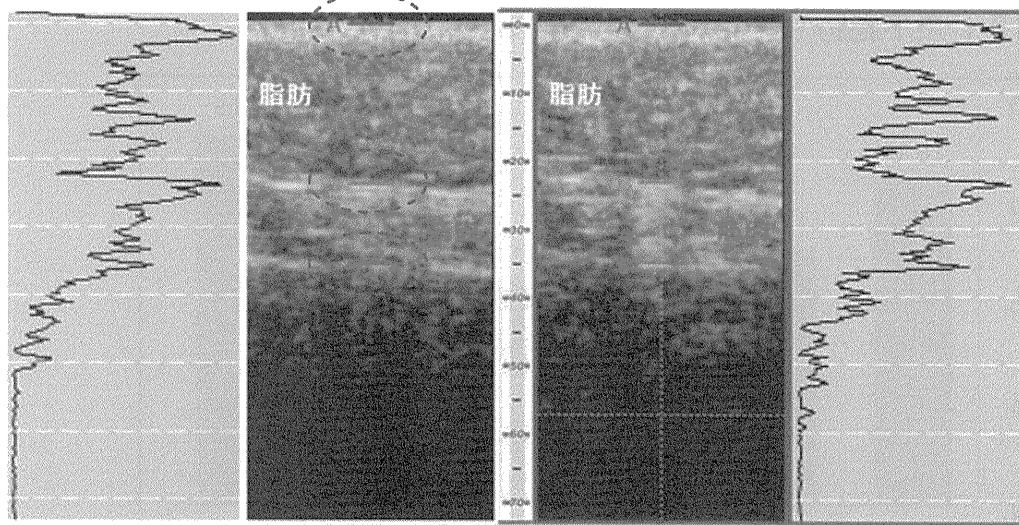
超音波計測値による組織厚及びヤング率推定プロセス
